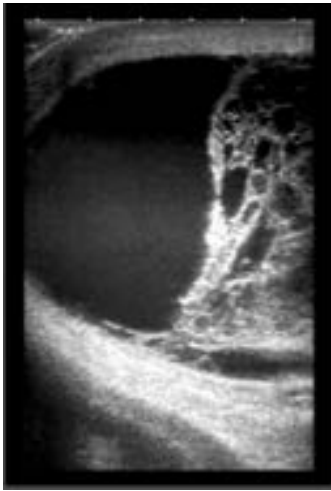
Ecografía testicular donde se visualiza colección anecoica anterior al injerto renal que se extiende al hemiescrotal derecho, donde forma una colección con septos finos que rechaza el testículo ipsilateral.
